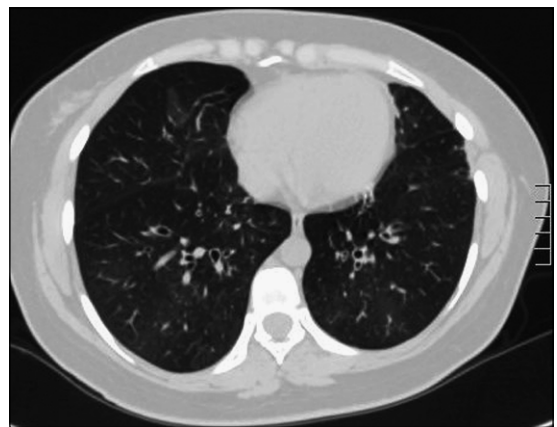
TAC de tórax a los 2 años del accidente inhalatorio. Zonas de atrapamiento aéreo marcado y engrosamiento de paredes bronquiales especialmente a nivel central.
